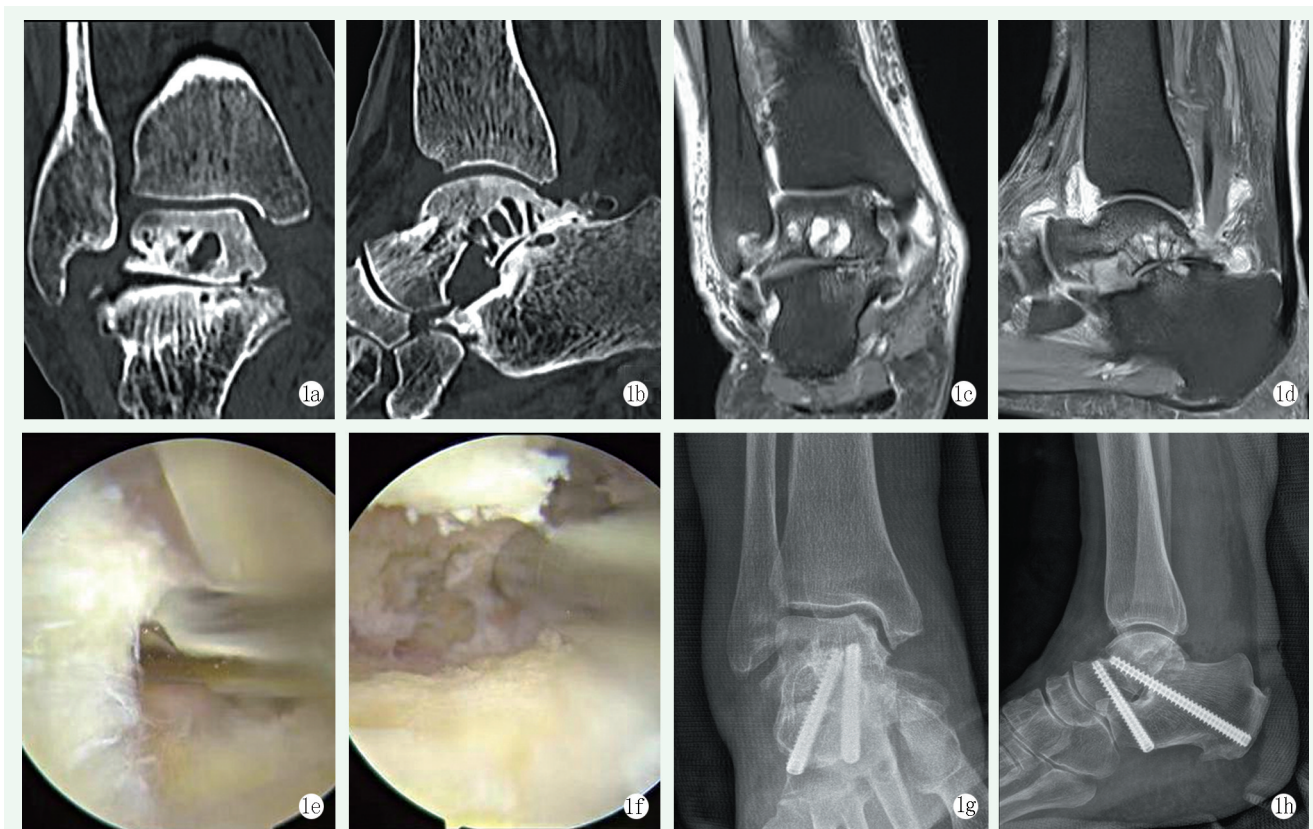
患者,男,55岁,左足距下关节炎 1a,1b:术前冠状位与矢状位CT示距下关节炎病变表现 1c,1d:术前冠状位与矢状位MRI示距下关节内积液、关节病变、周围组织水肿 1e:术中刨除后踝间软组织显露踇长屈肌腱 1f:术中磨除关节面 1g,1h:距下关节融合术后,石膏托固定患足于功能位
